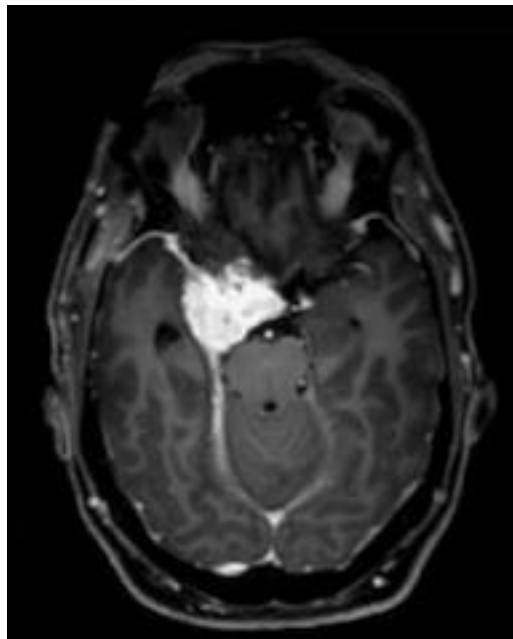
MRI in T1 piano assiale
